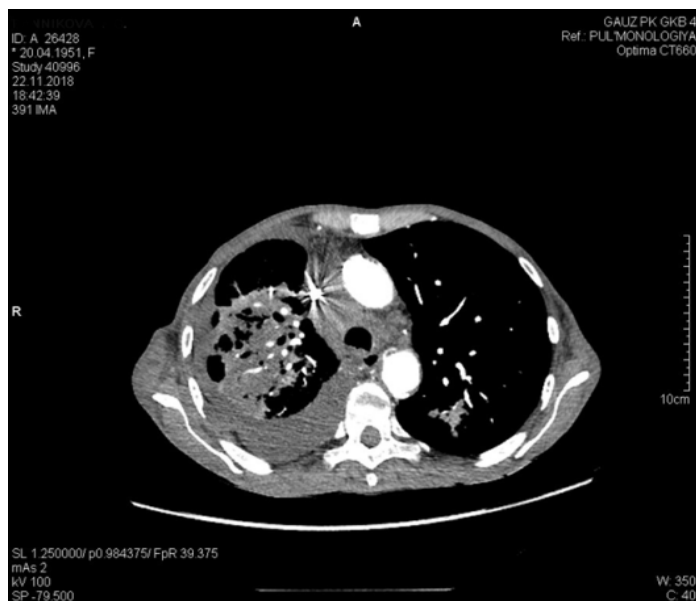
КТ органов грудной клетки с контрастированием от 22.11.2018
